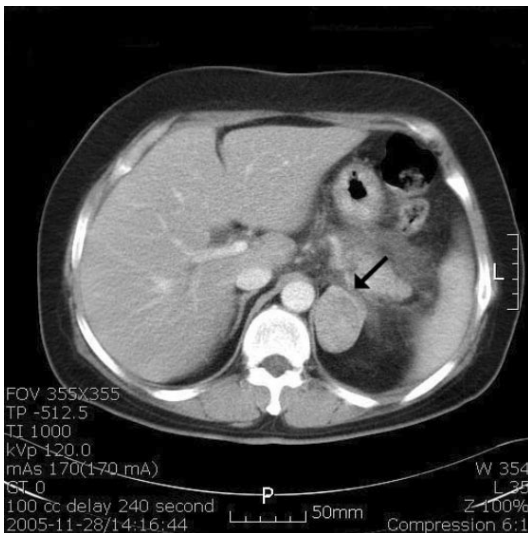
Abdomen CT scan demonstrates left adrenal mass which is about 3.1×4.3 cm sized, well-margined & homogeneous soft-tissue mass.
